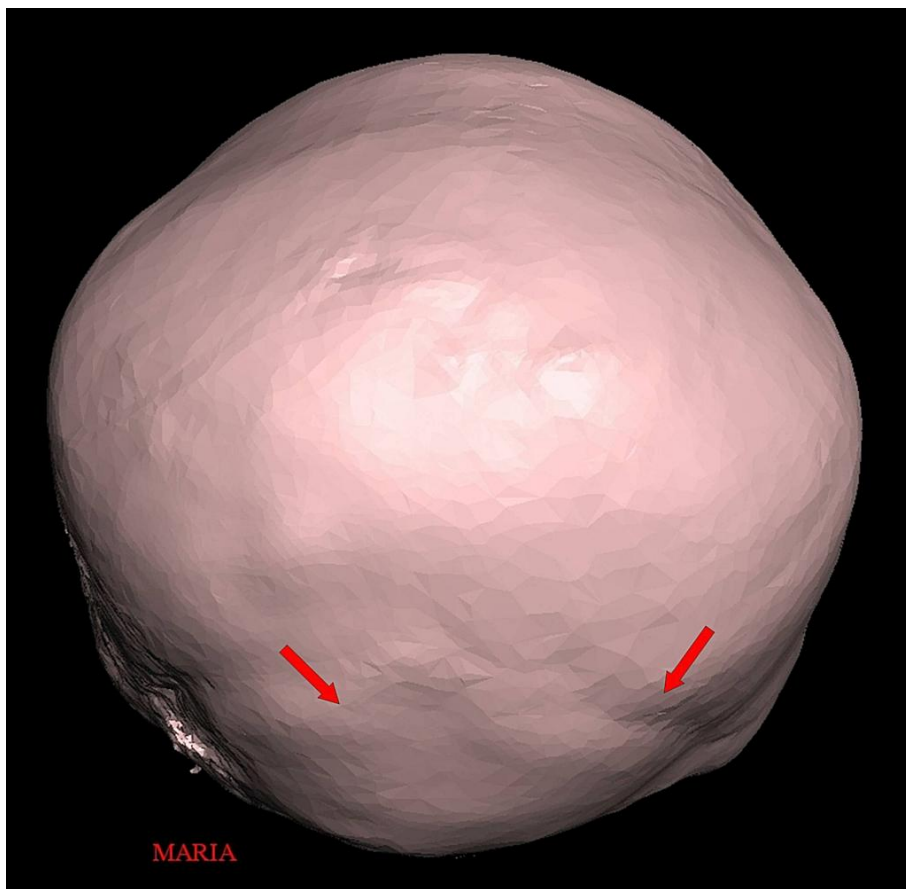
Reconstrucción 3D por tomografía computarizada (TC) que muestra la parte posterior de la cabeza de 'Maria'. La sutura lambdoidea puede identificarse (flechas rojas).
